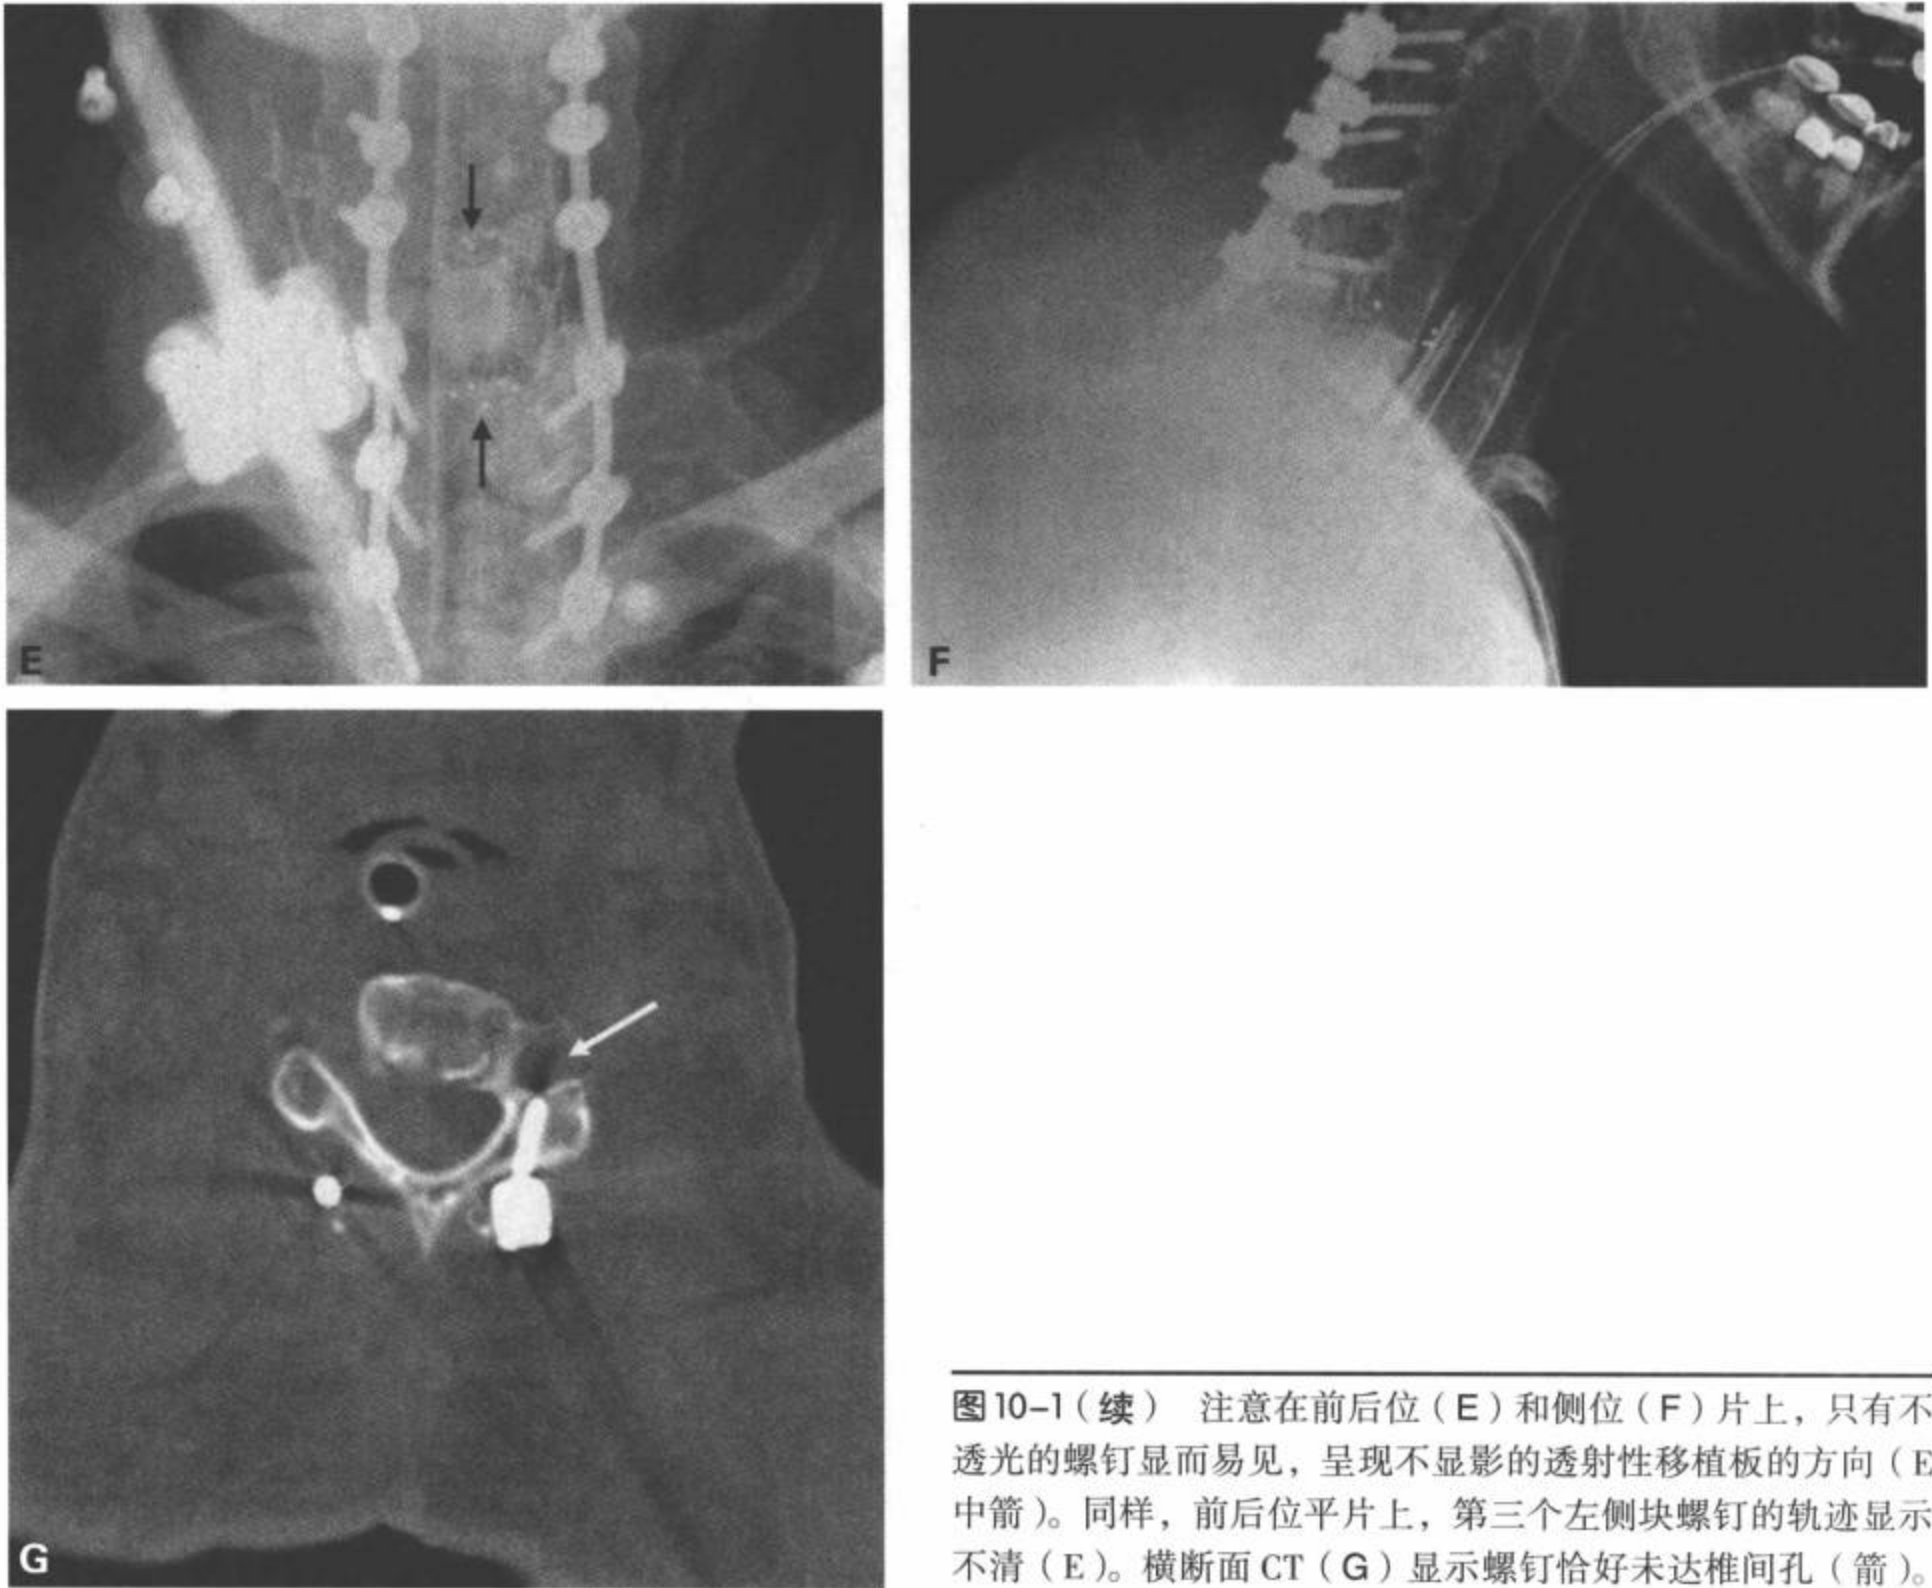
(续) 注意在前后位(E)和侧位(F)片上,只有不透光的螺钉显而易见,呈现不显影的透射性移植板的方向(E中箭)。同样,前后位平片上,第三个左侧块螺钉的轨迹显示不清(E)。横断面CT(G)显示螺钉恰好未达椎间孔(箭)。
